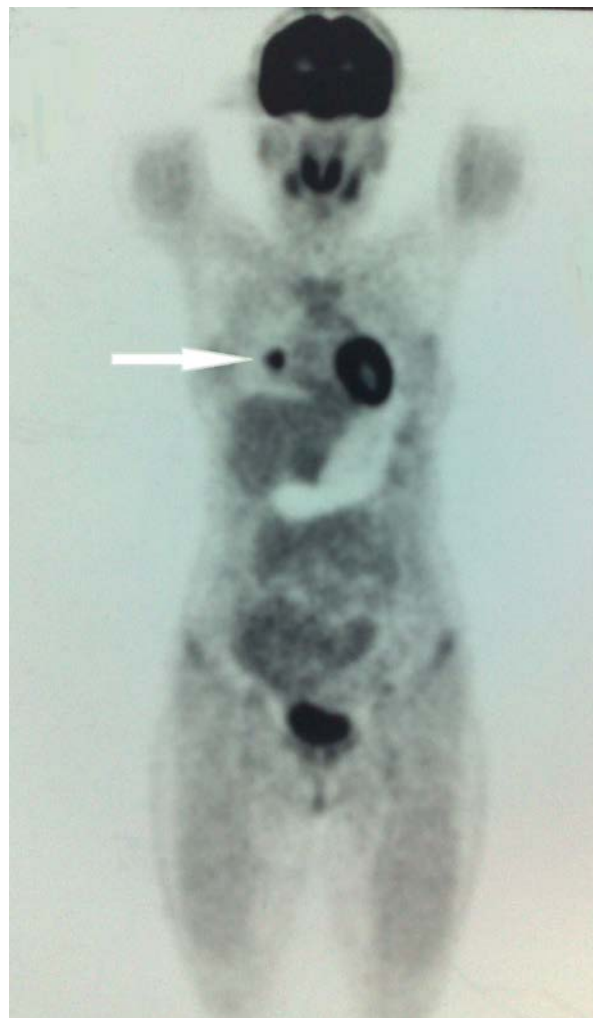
PET scan image – nodule in the lung (white arrow).
